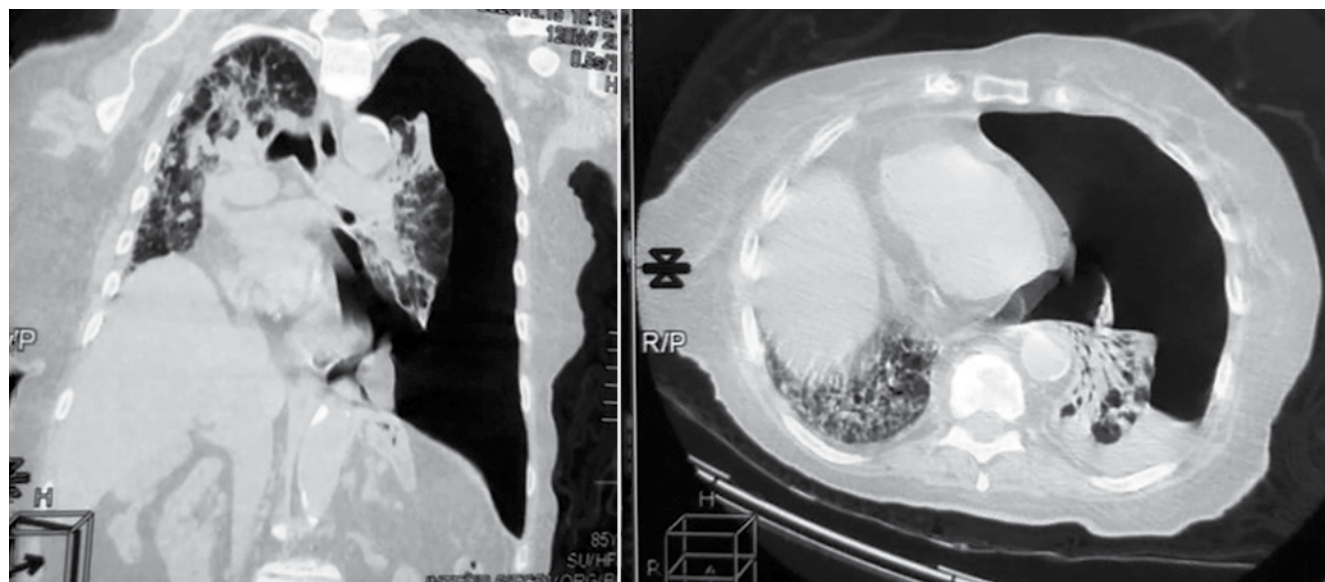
Пациентка А., 59 лет, КТ ОГК корональный и аксиальный срезы в легочном окне (описание в тексте)
